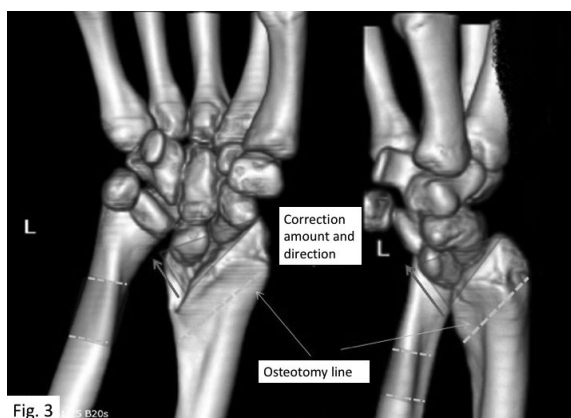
Surgical technique shown on reconstructed CT image. Osteotomy in parallel to joint line shown as dashed yellow line and targeted correction angle as triangle.
